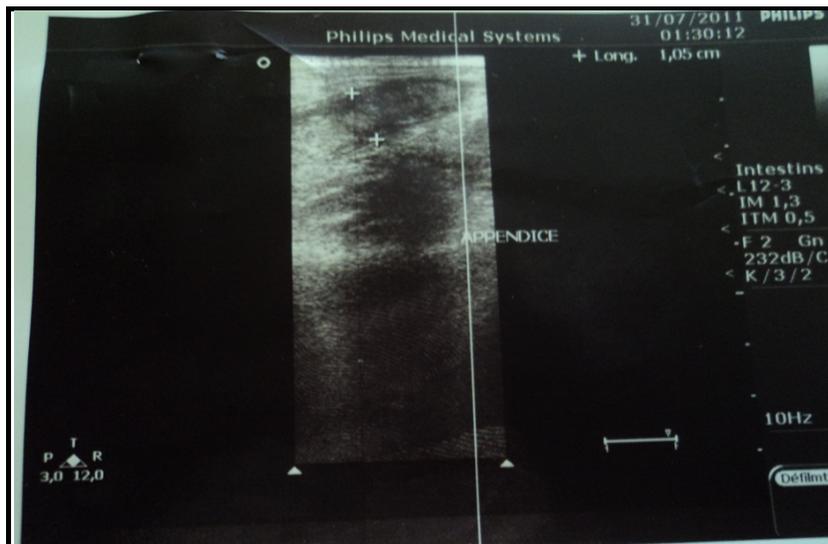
coupe échographique longitudinale montrant une appendicite aigue chez une de nos patientes.
